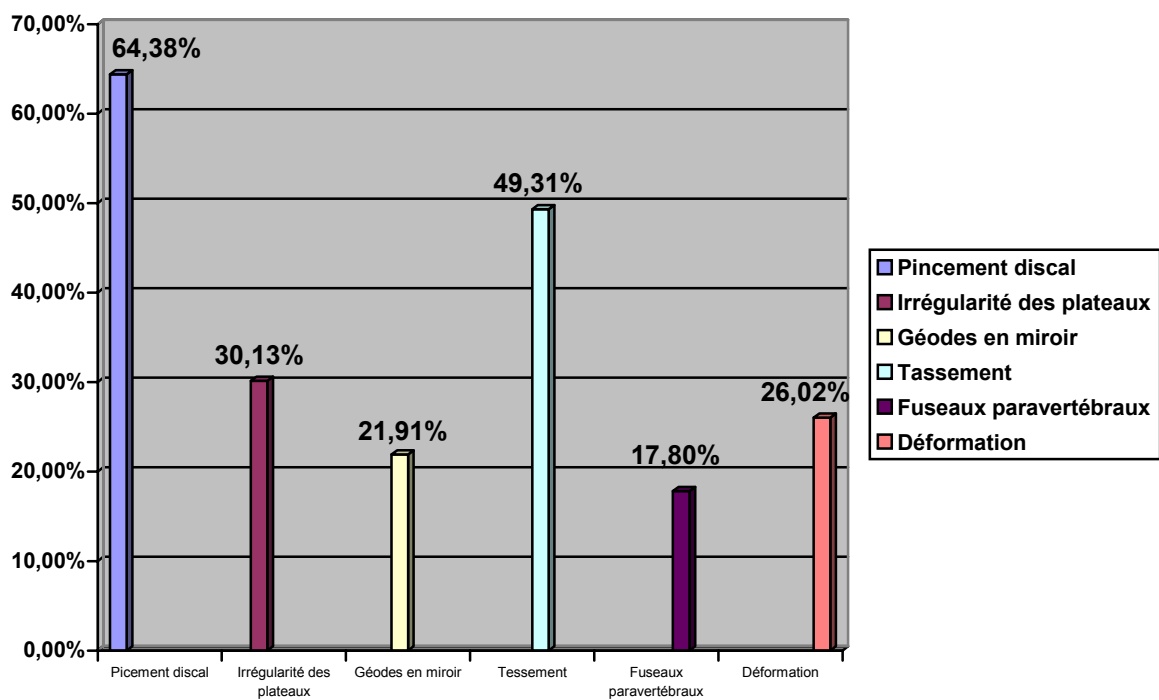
Les différentes lésions rachidiennes visualisées par la radiographie standard :
